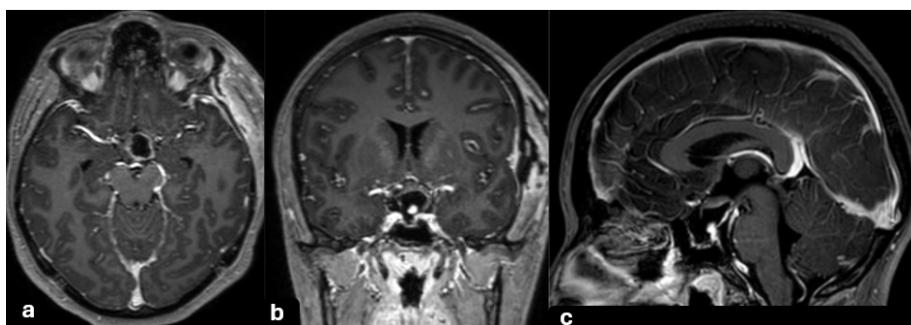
Resonancia magnética cerebral con contraste postquirúrgica en cortes axial (a), coronal (b) y sagital (c). Se evidencia adecuada resección tumoral sin aparente recidiva, ni colecciones asociadas.
